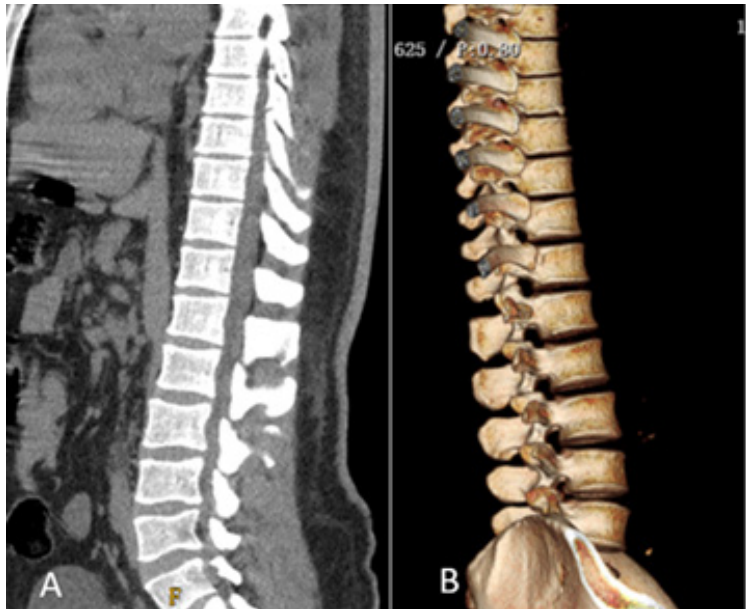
A. Corte sagital de TAC de columna torácica y lumbar sin hallazgos relevantes.
